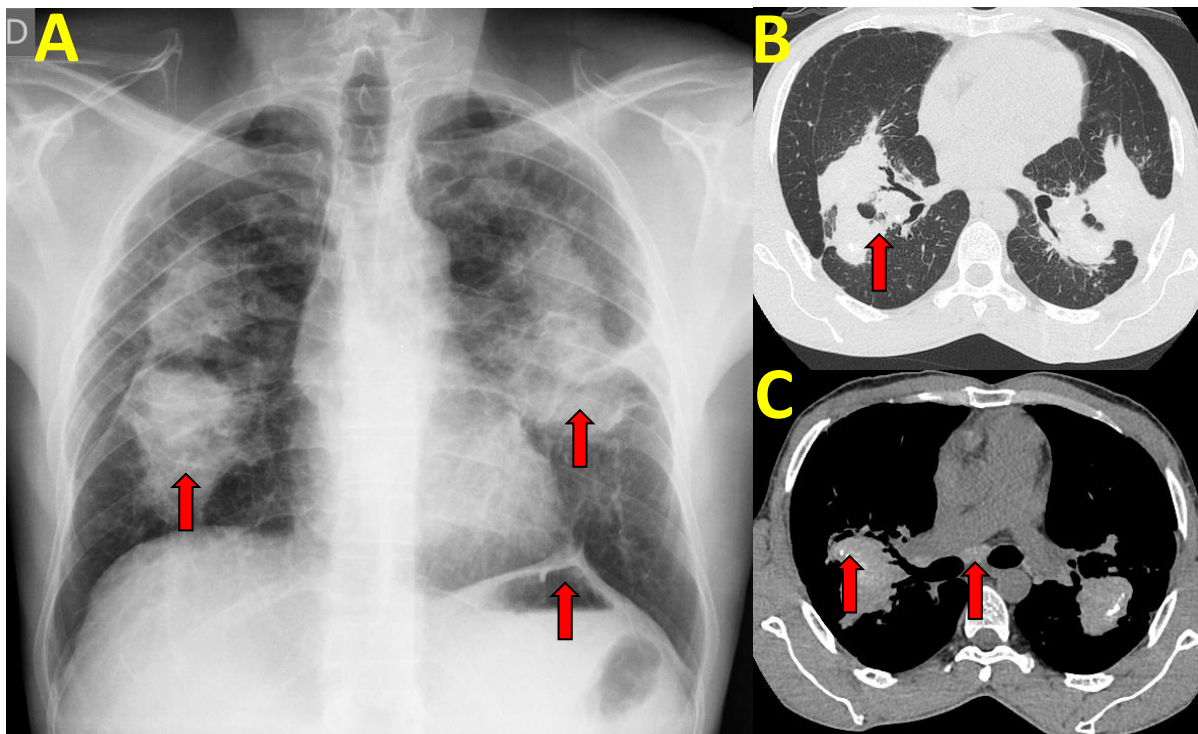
Achados radiológicos da Silicose Crônica com Fibrose Maciça Progressiva. (A) Radiografia de tórax mostra grandes massas (setas) ocupando grande parte do parênquima pulmonar e causando distorção arquitetural das estruturas mediastinais, desvio da traqueia e brônquios, irregularidade da silhueta cardíaca e diafragmática.(setas) (B) Tomografia de tórax de alta resolução mostra grandes massas bilaterais em continuidade com a pleura, bronquiectasias de tração e alguns micronódulos centrolobulares, subpleurais e perilinfáticos. (setas) (C) Tomografia de tórax (mediastino) mostrando calcificação no interior das massas e nos linfonodos mediastinais e hilares (setas) (Imagens de arquivo próprio).
